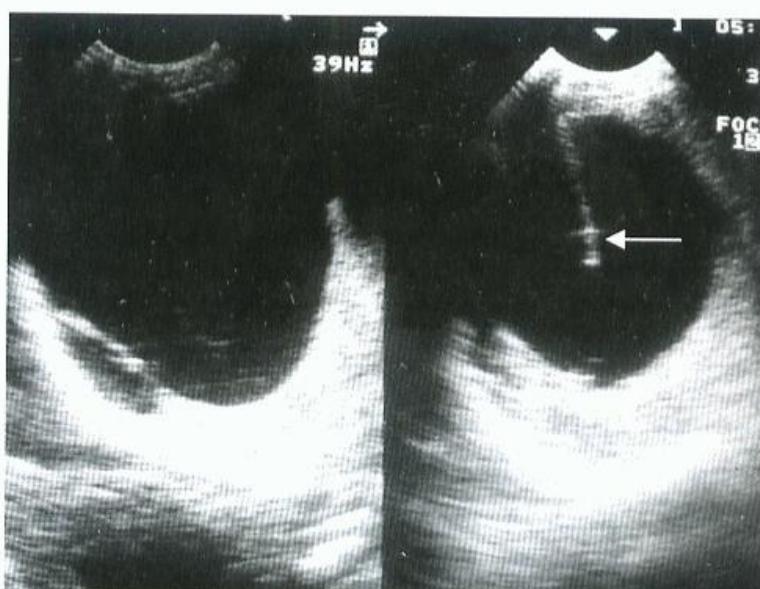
Nang gan; hình A và B- hình nang gan điển hình ở HPT VII; hình E - hình siêu âm, F và G là hình CT trước và sau khi tiêm thuốc cản quang của nang gan không điển hình: nang có tính chất hút âm do chất chứa bên trong nang không phải là dịch thuần nhất.
